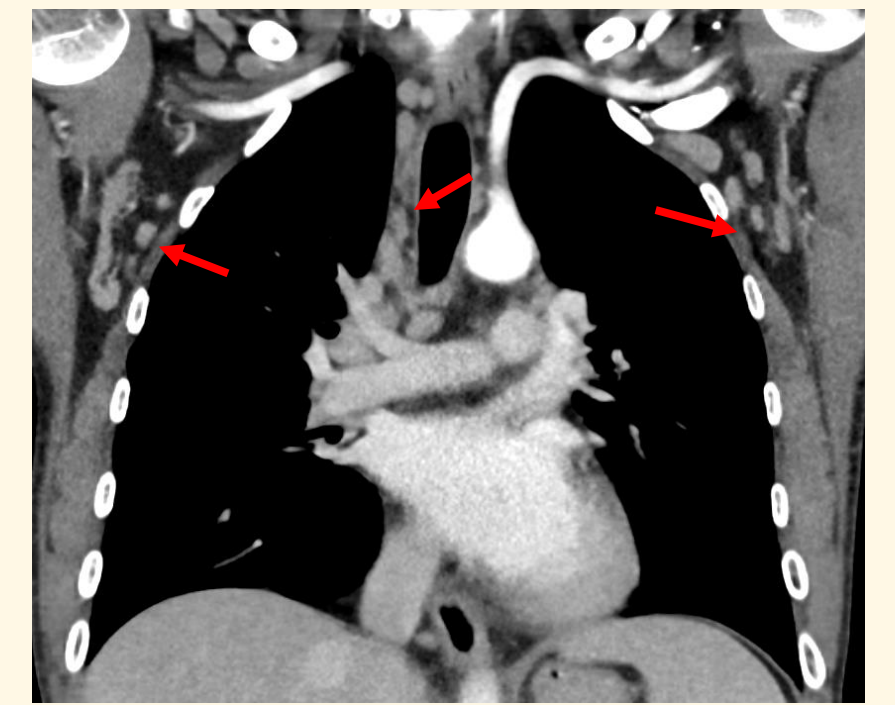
CT Thorax und Abdomen mit generalisierter Lymphadenopathie (→) und Splenomegalie (S)
